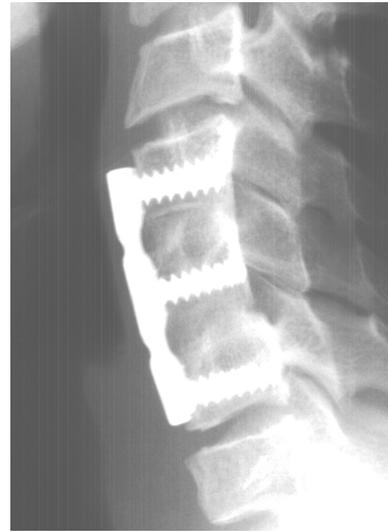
Bisegmentale ventrale Spondylodese C5/7 im Röntgen, seitliche Aufnahme
